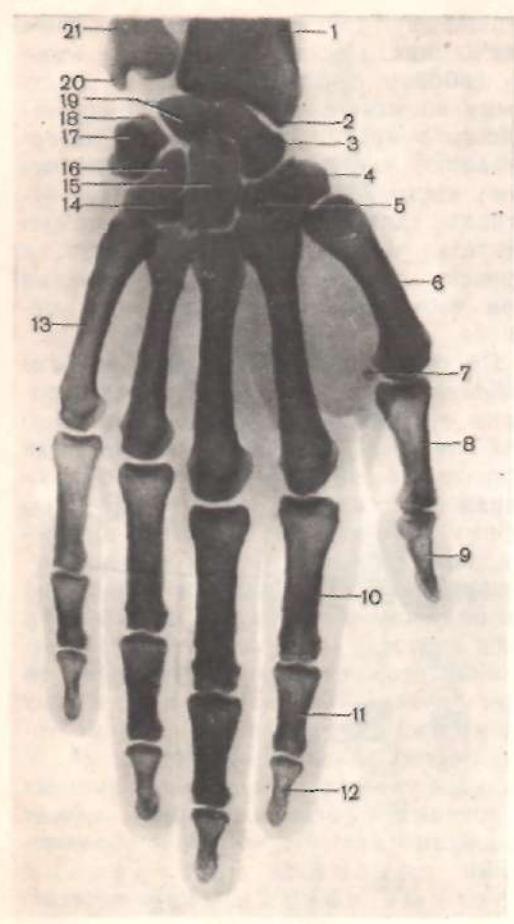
Рентгенограмма костей и суставов кисти, правой.
